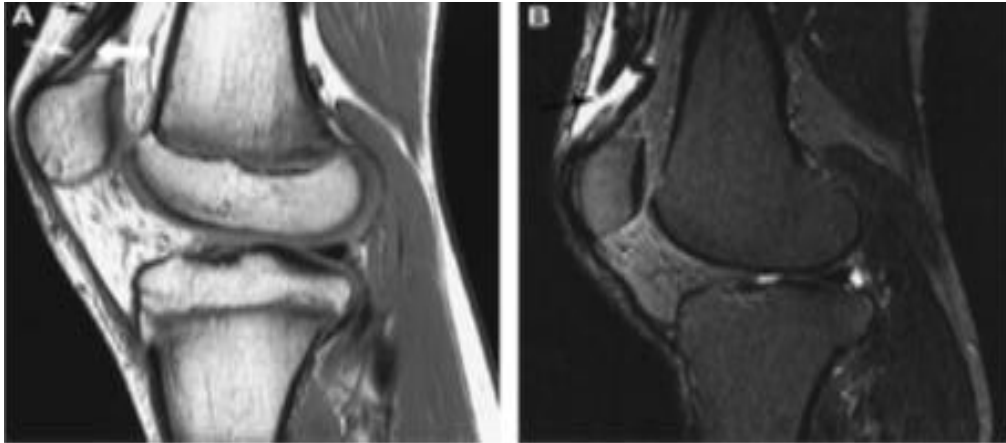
RM do joelho no plano sagital, ponderada em T1 (A) e (B) T2 com supressão de gordura evidencia lesão do tendão quadricipital. Fonte: Fernandes et al., 2011.
